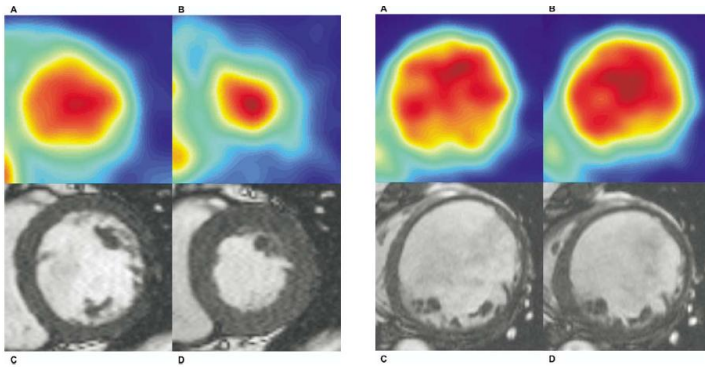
diastole(A) e sistole(B) di cuore sano(sinistra) e cuore con insufficienza ventricolare(destra). PET sopra,MRI sotto.
